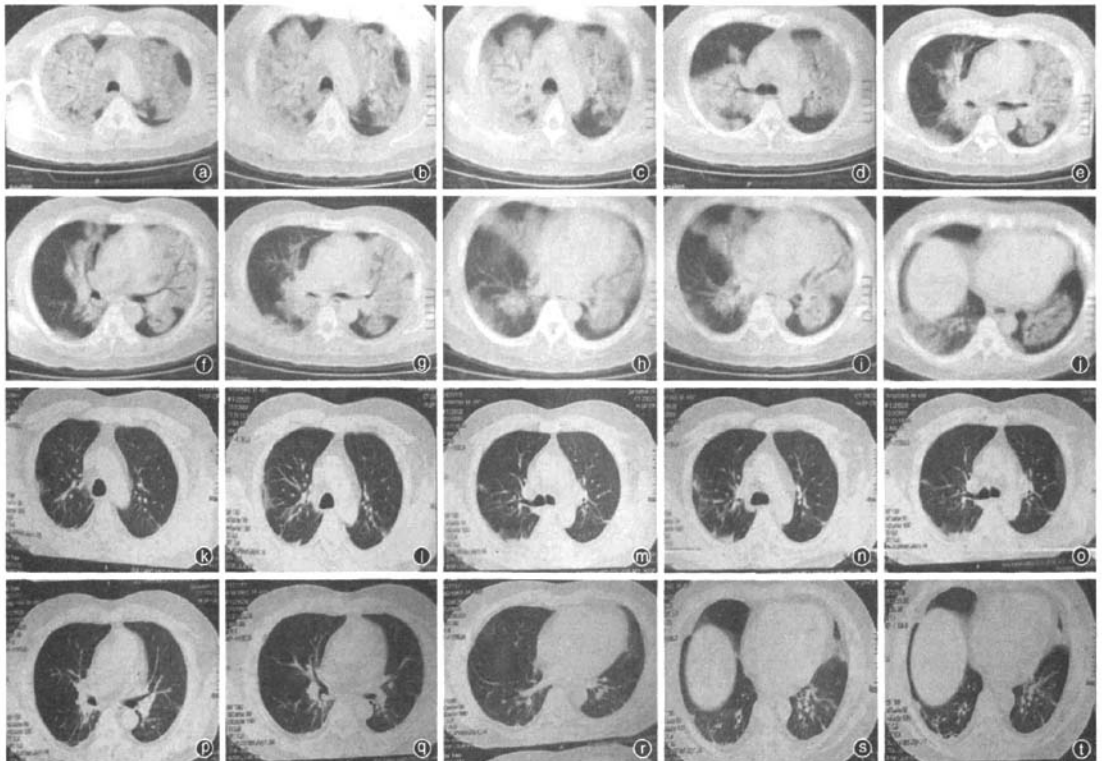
1例49岁男性重症甲型H1N1流感患者胸部CT 发病9 d双肺上、中、下野出现大片状渗出及浸润影(a~j);19 d双肺病灶明显吸收(k~t)
